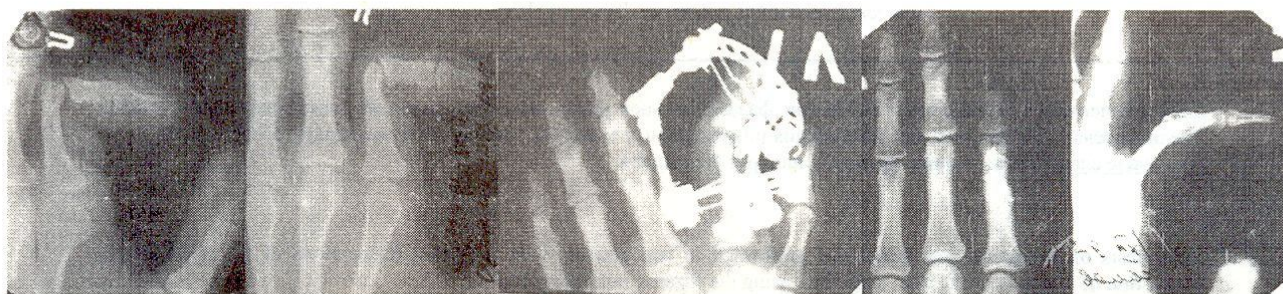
Рентгенограммы больного С.: а – до операции, б – в процессе дистракции, в – через год после артродеза
